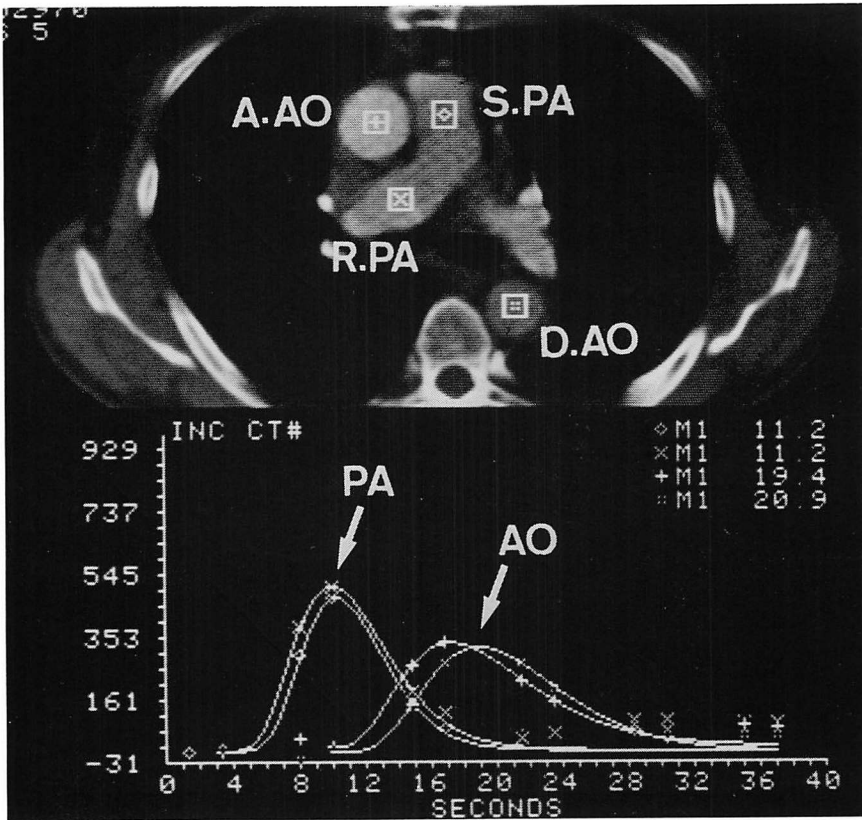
CT and Dilution curves of contrast medium.
